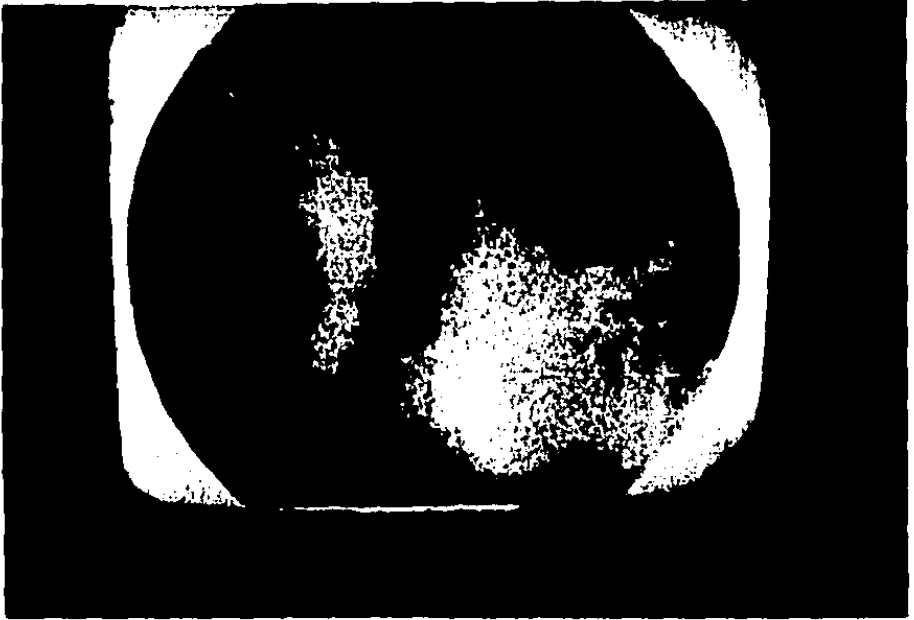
Ecocardiograma Bidimensional:
